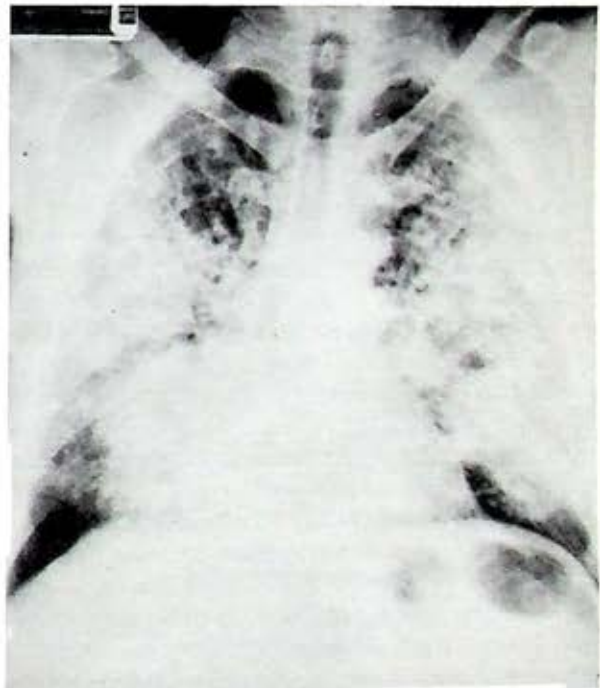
Radiografía de ingreso.
